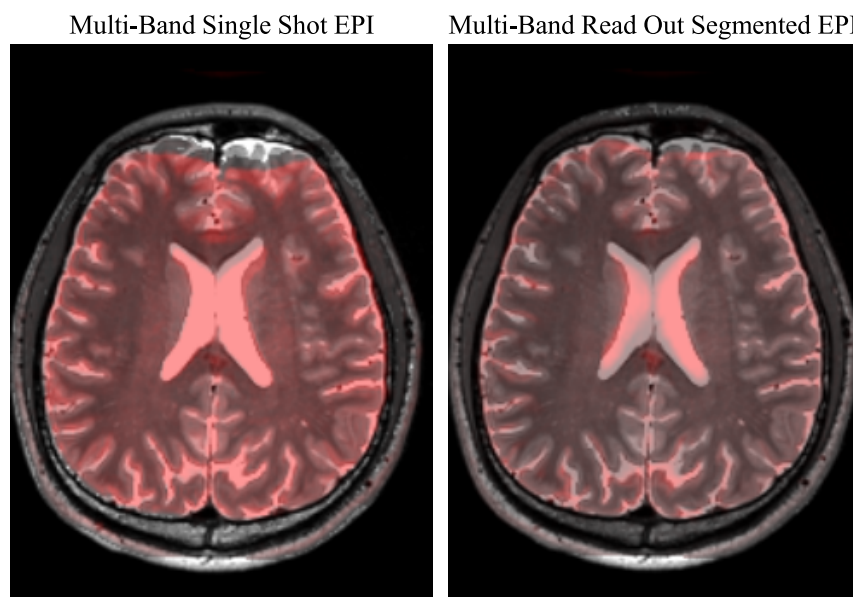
Examples of distortions displayed on a single subject. The overlay of the DWI with multi-band single-shot EPI and readout-segmented EPI on the axial T2WI image
